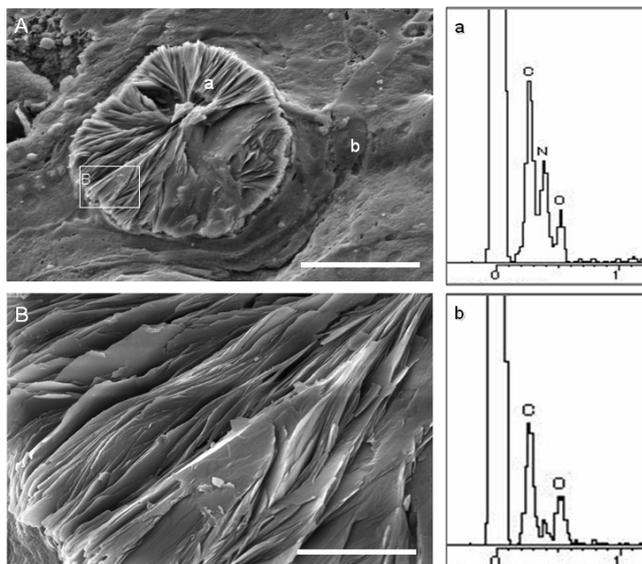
走査型電子顕微鏡による腎尿細管内の微細結晶構造 (A, B) と X線成分分析 (a, b). (A x1000, B x7000) 白線 (A) 10 µm, (B) 4 µm.
